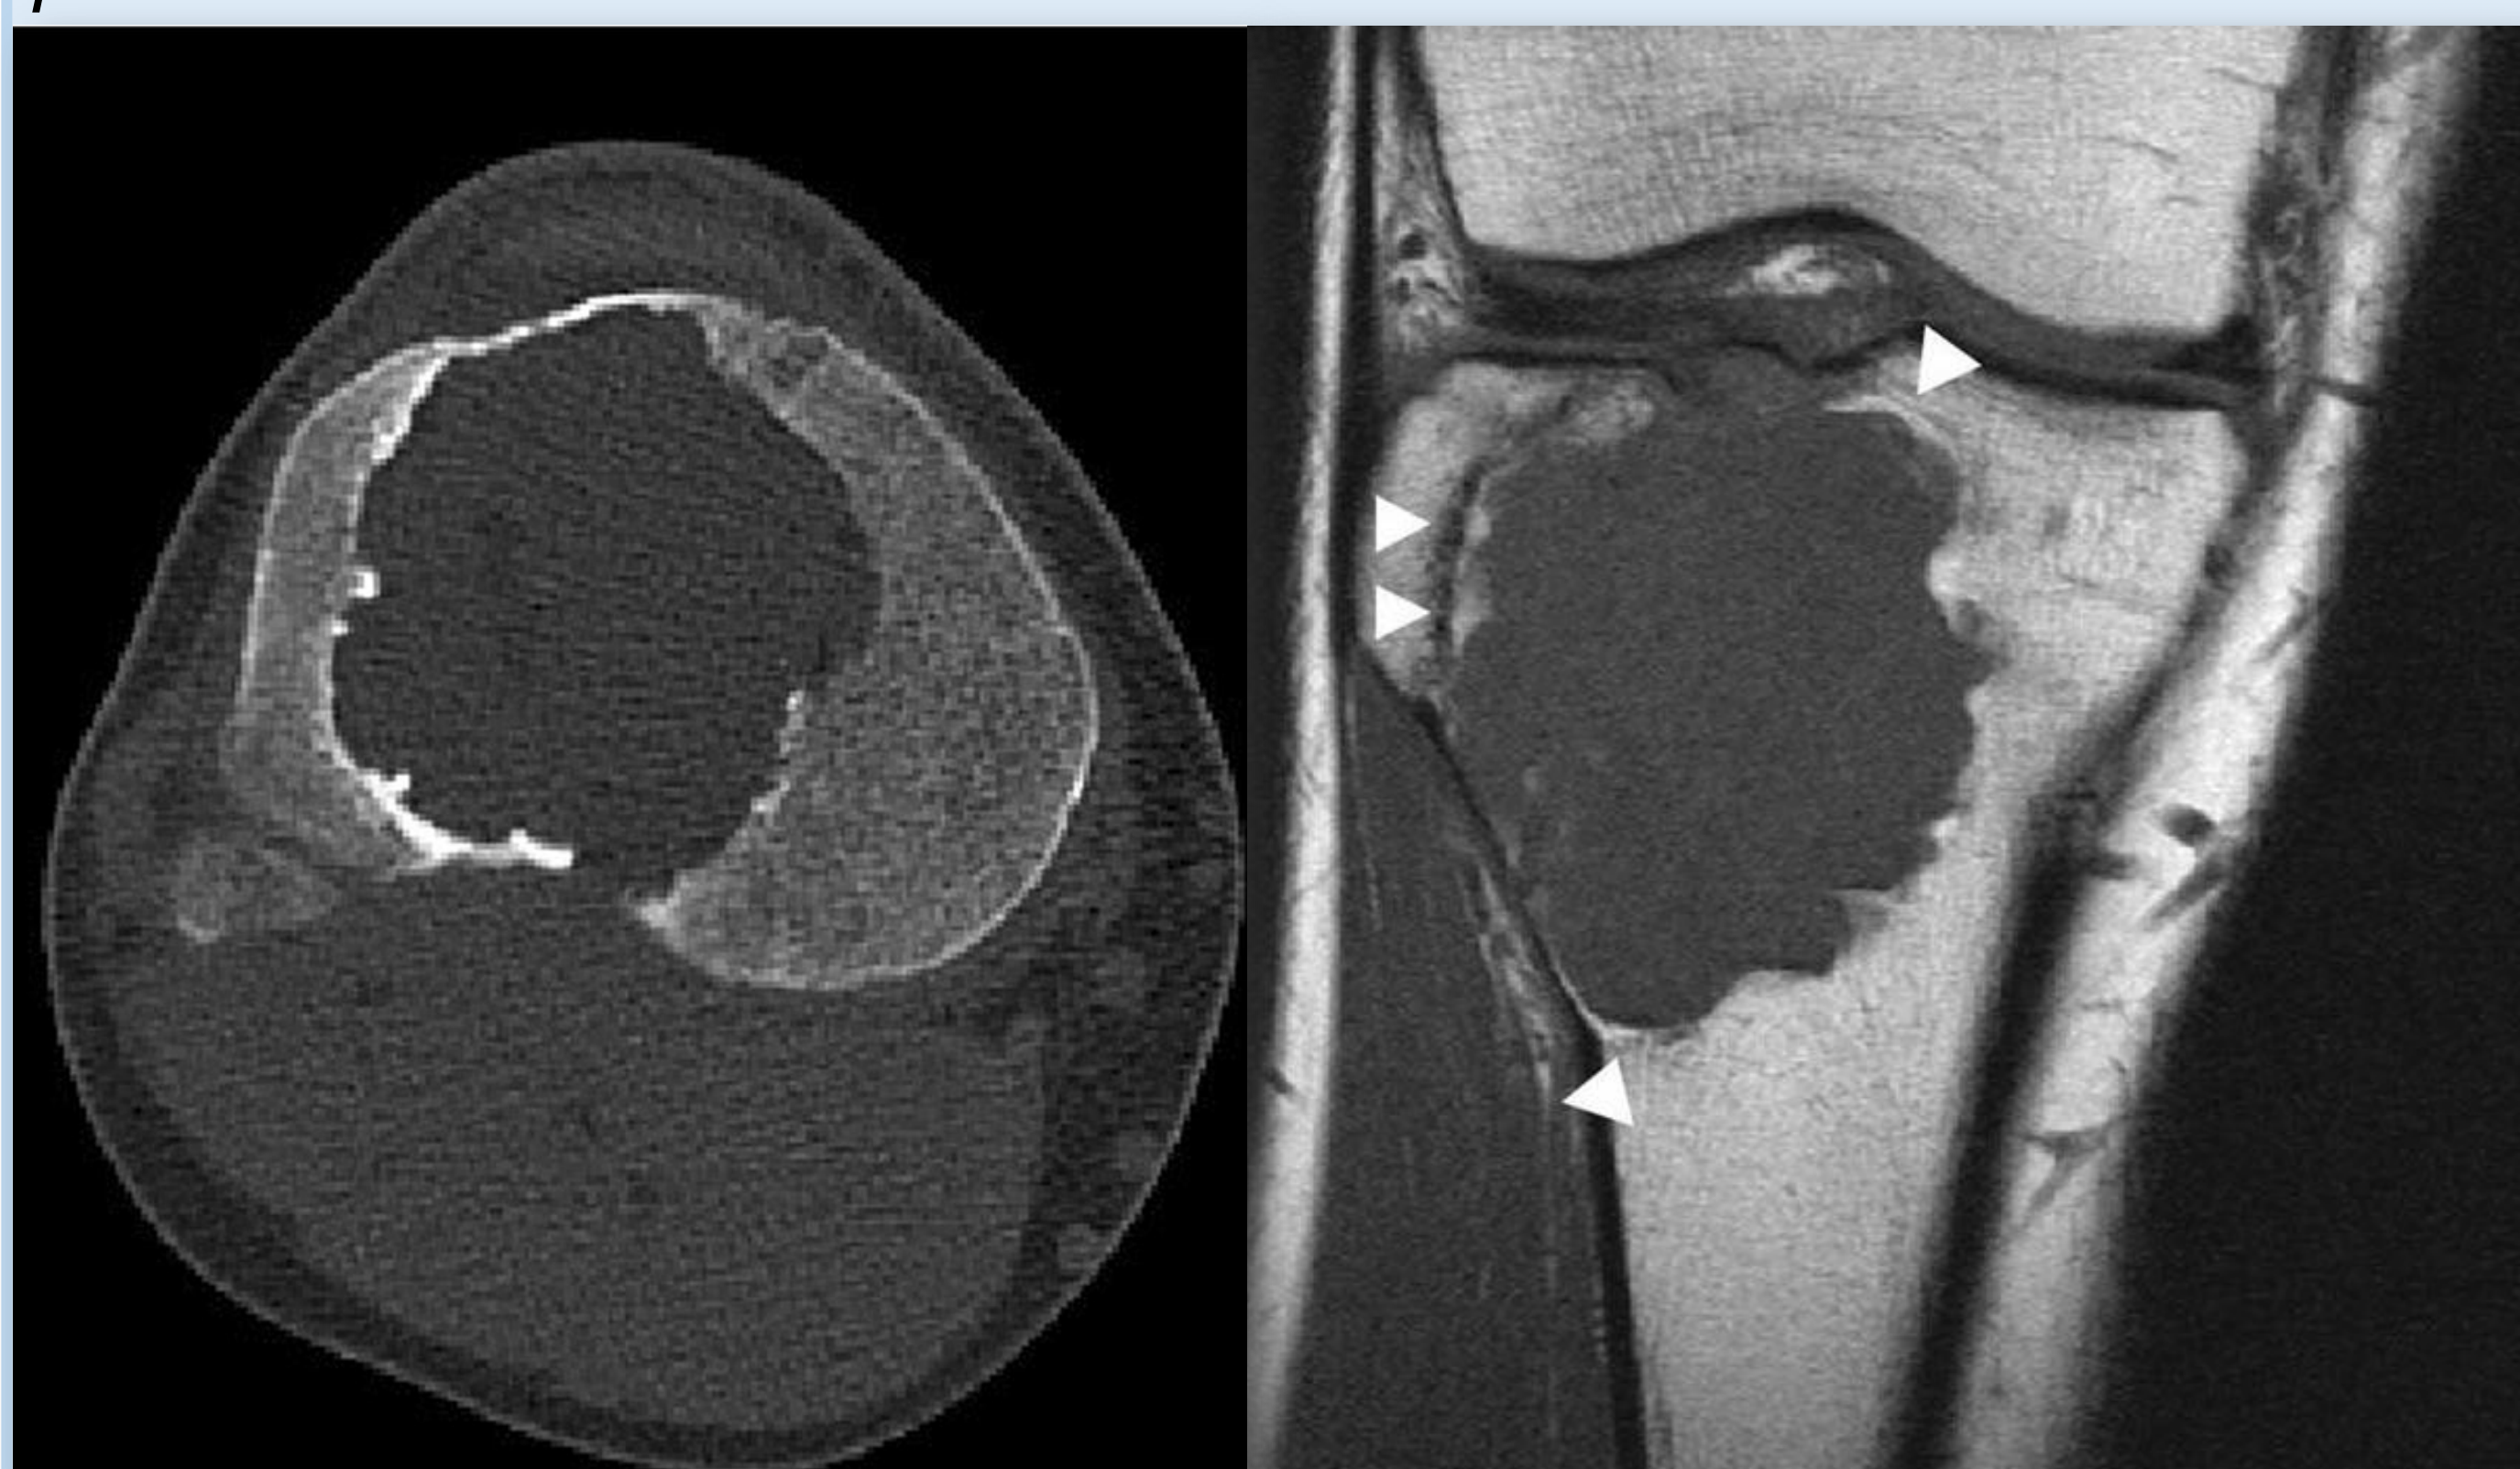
IZQ: TAC, corte axial de la tibia proximal. DCH RMN en T1, las flechas blancas indica el componente graso.
